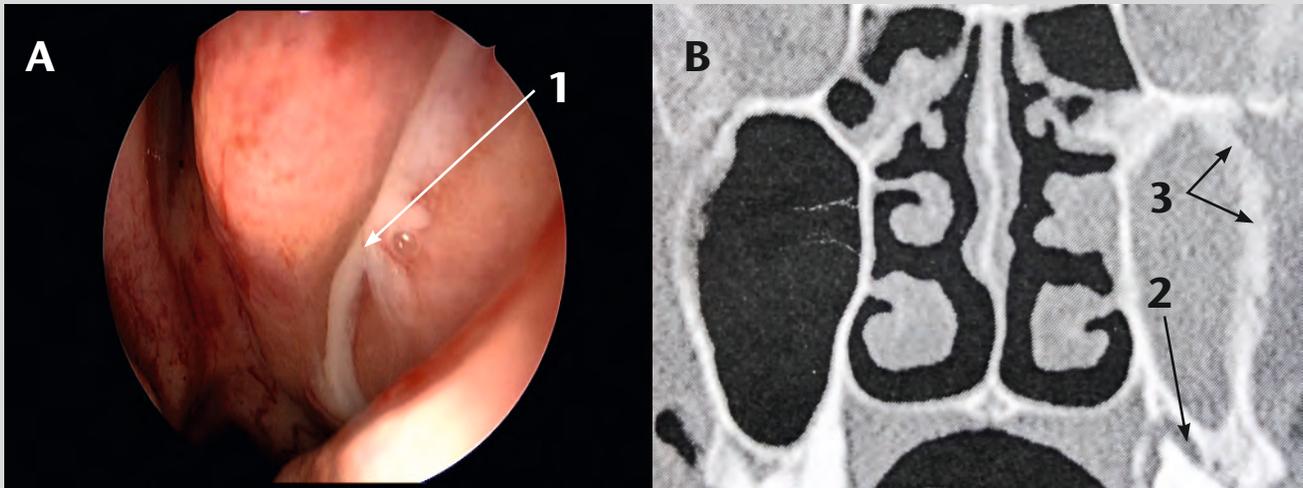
A) Endoskopie des linksseitigen Nasenganges mit Darstellung einer gelblichen (eitrig) Sekretion im mittleren Nasengang (1), Schwellung der Schleimhaut. B) Im CT (frontale Schichtung) sieht man einen entzündlichen Zahn-Herd (2) (periapikale dentale Läsion) als Ursache einer massiven Kieferhöhlenentzündung (Sinusitis maxillaris). Die reaktive knöcherne Wandverdickung der Kieferhöhle (3) spiegelt die Dauer der bestehenden Entzündung.
